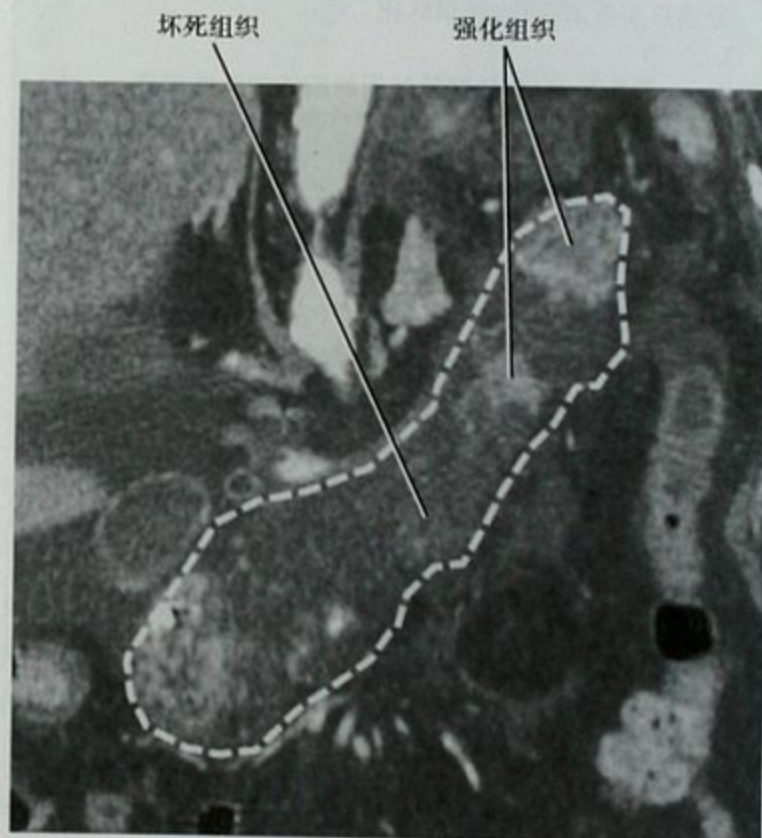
增强 CT 胰腺曲面重建(轮廓内为胰腺),对坏死性胰腺炎进行评估,大约只有 20% 的腺体强化
